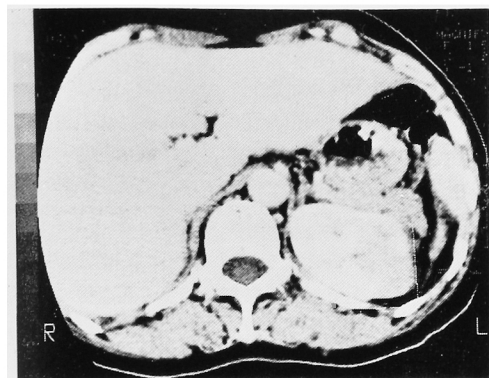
Abdominal contrast enhanced CT scan. Low density area in upper segment of left kidney is demonstrated.
